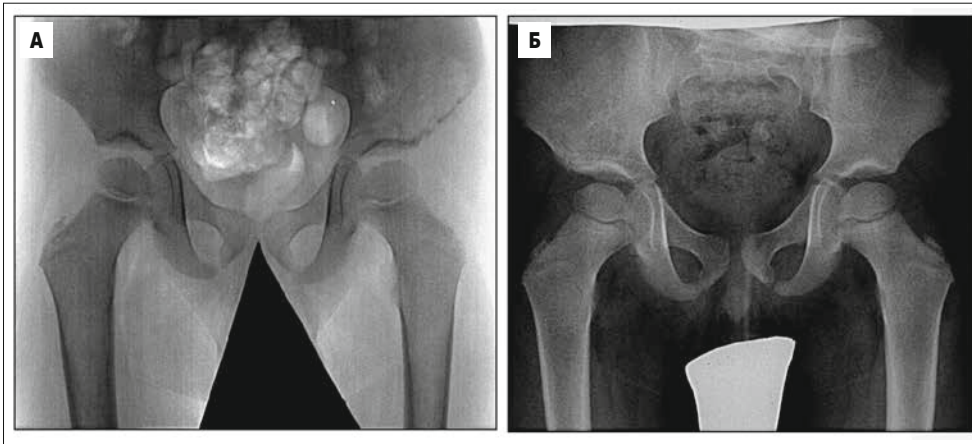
А – на рентгенограмі таза в тілі клубової кістки визначається остеолітична деструкція; Б – через 7 місяців без лікування структура кістки поновилася
